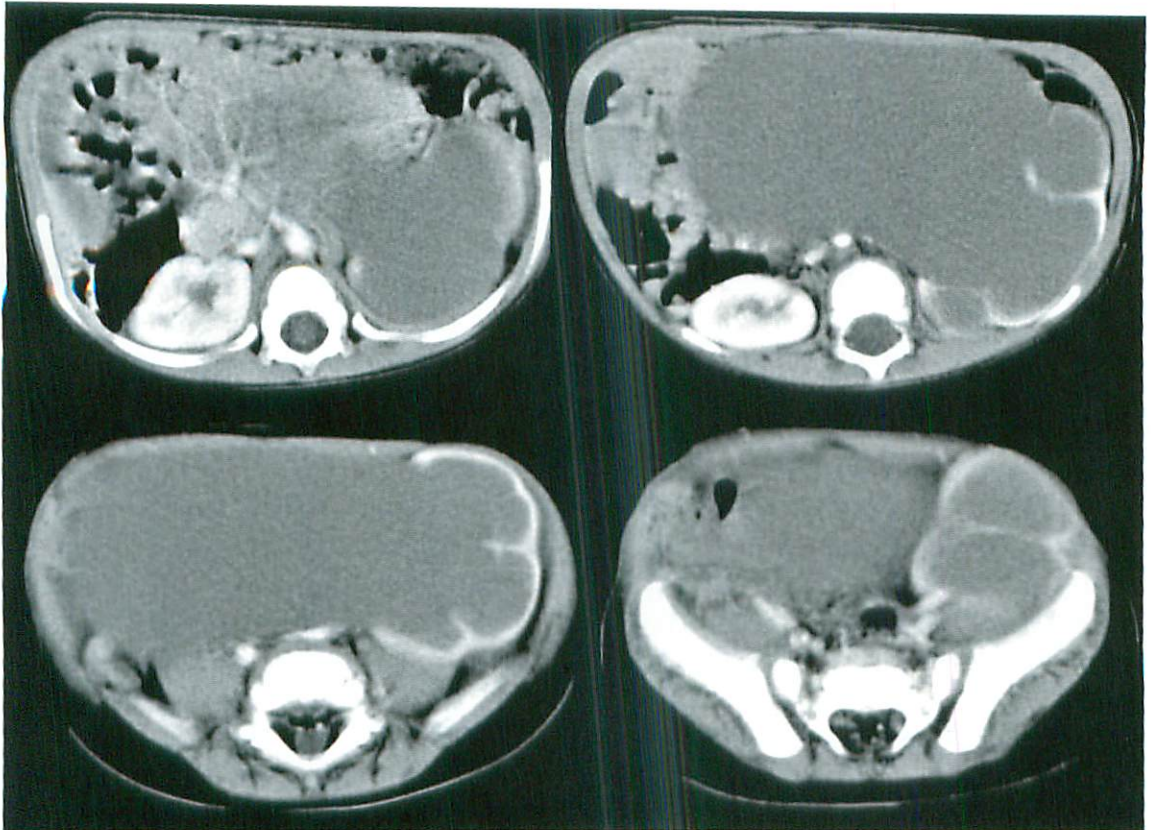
Enhanced abdominal CT showed left giant hydronephrosis increased until it reached to the opposite side.
